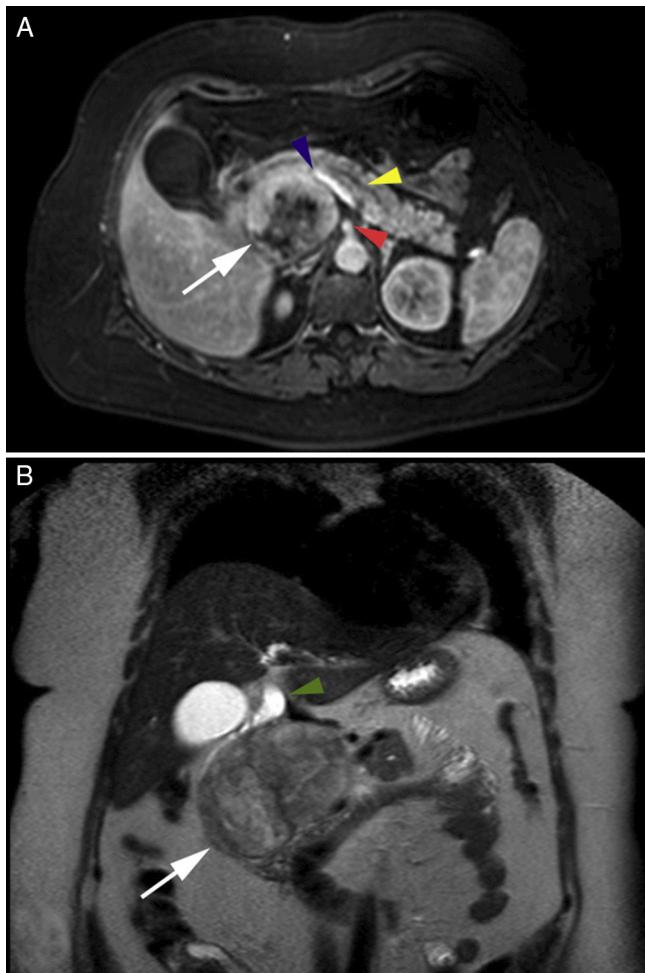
A) Resonancia magnética corte axial que evidencia ubicación retroperitoneal de la lesión (flecha blanca), arteria mesentérica superior (punta), eje esplenomesentérico-portal (punta), conducto de Wirsung dilatado (punta). B) Resonancia magnética corte coronal con gadolinio que evidencia características heterogéneas de la lesión (flecha blanca) y la vía biliar dilatada (punta).
